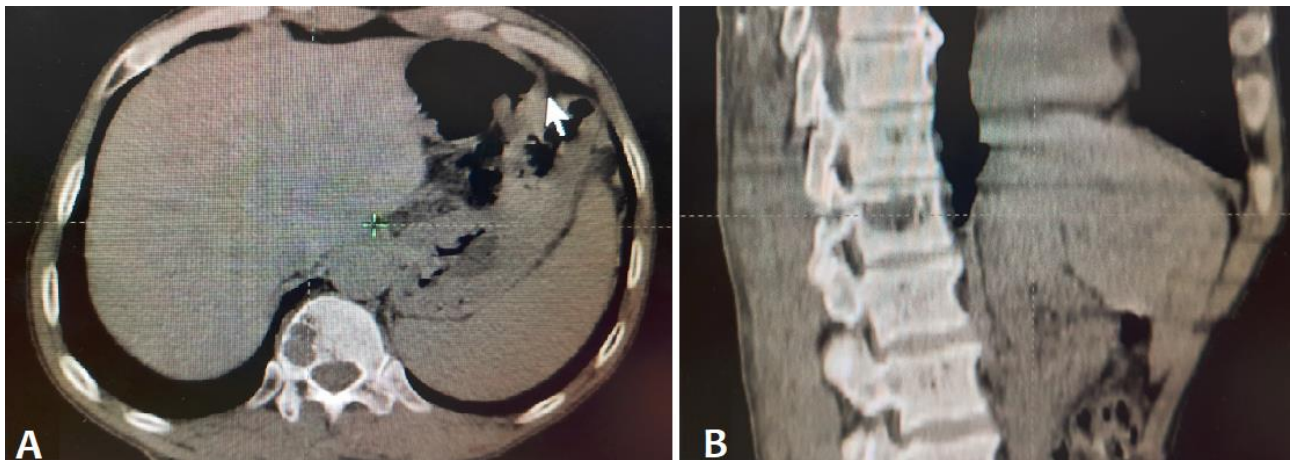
TDM du rachis lombaire en coupe axiale (A) avec reconstruction sagittale (B), montrant lésion lytique isolée du corps vertébral de D12.
